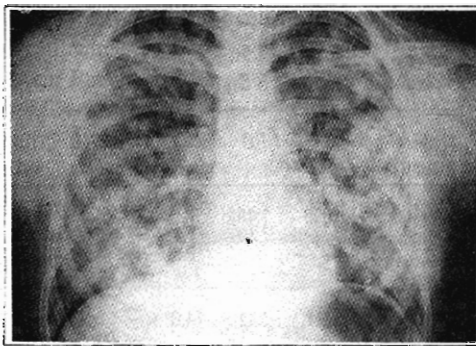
Radiografía pulmonar mostrando trastornos en ambos campos pulmonares. Grado de severidad 3.
